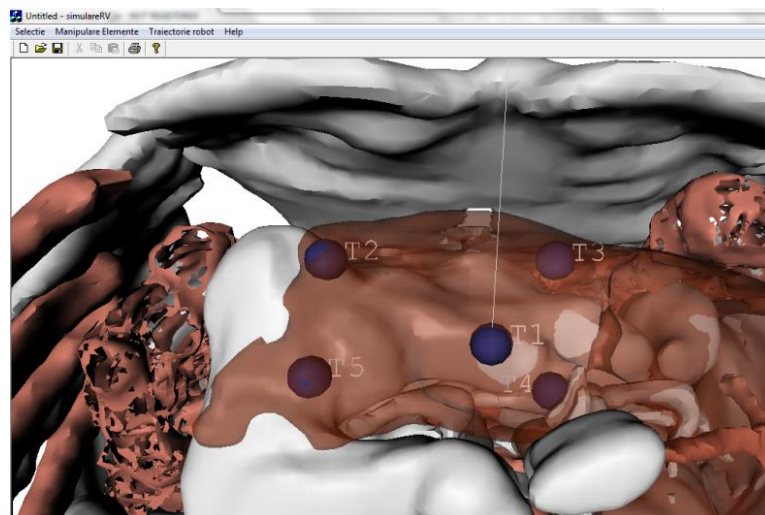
Vedere a zonelor țintă pentru tratamentul prin BT
